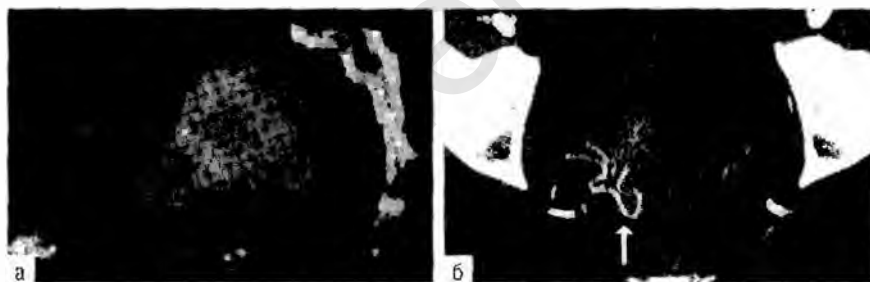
Мультисрезовая спиральная томограмма субсерозного миоматозного узла (а). Стрелкой указан кровоснабжающий субсерозный узел артериальный сосуд (б).
